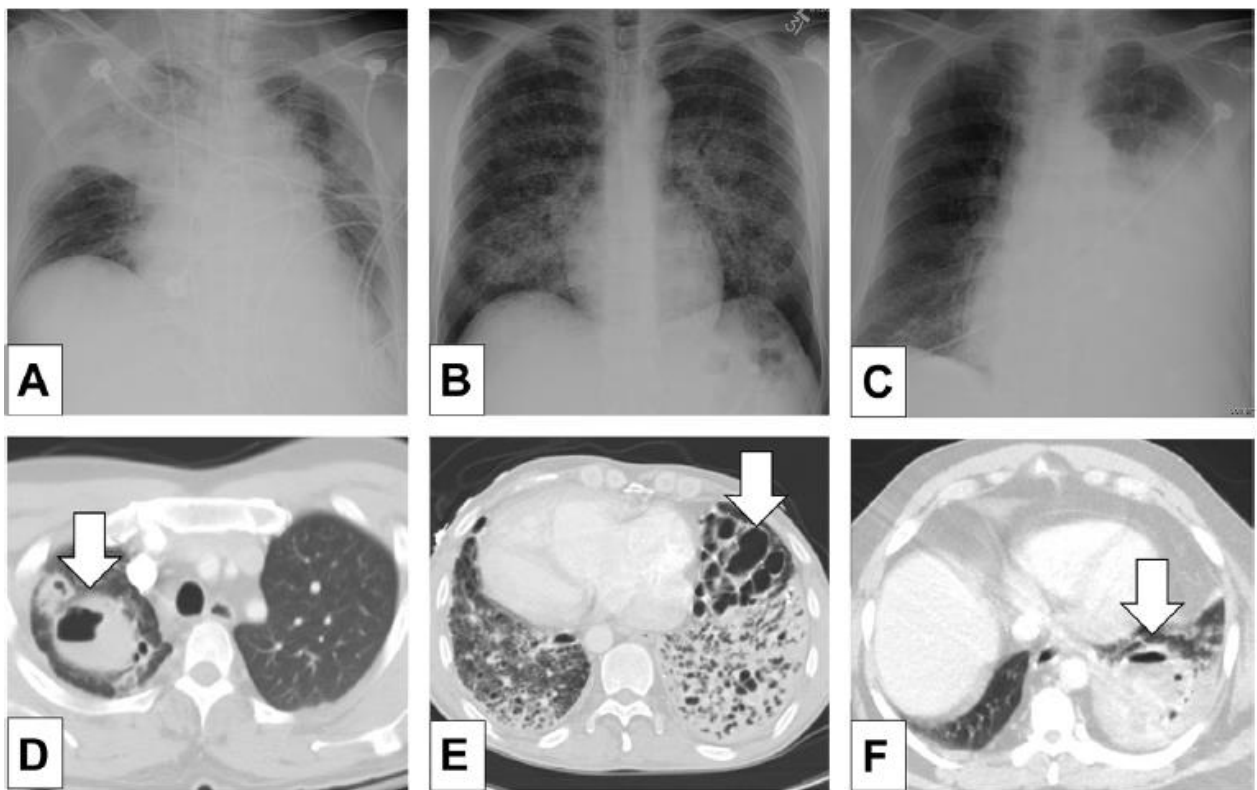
Variations de l'aspect radiographique de la pneumonie. [120]
